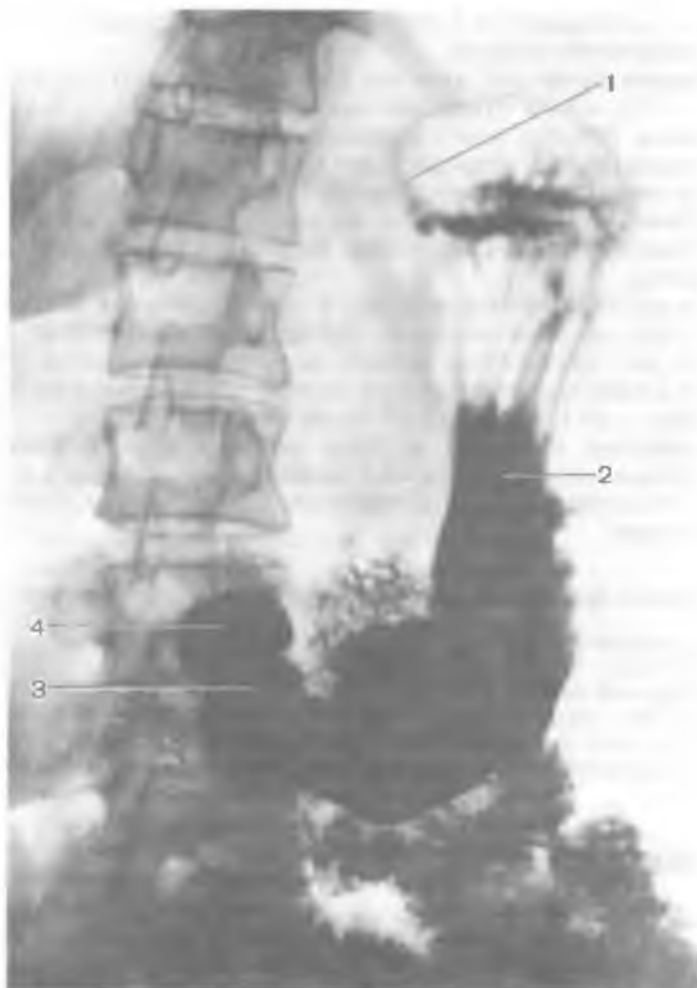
Рентгенограмма желудка, наполненного контрастной массой.
